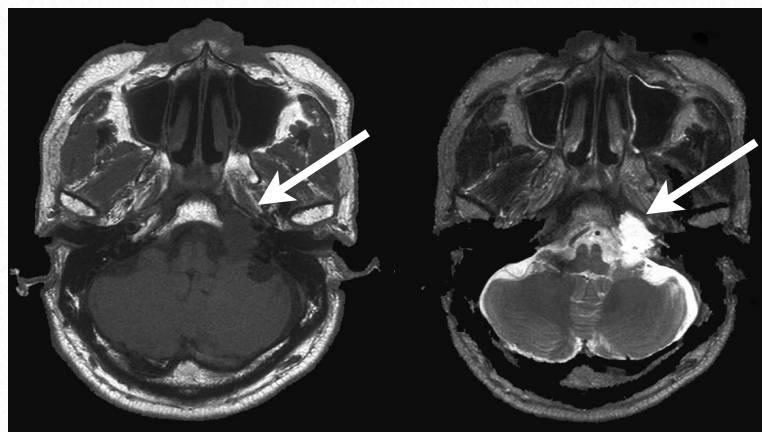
症例4・術前頭部MRI：頭部MRI T1WIでは等信号の病変が左椎体骨先端を破壊し、硬膜内へ伸展しているのが観察された。T2WIでは病巣は高信号であった（→）。
